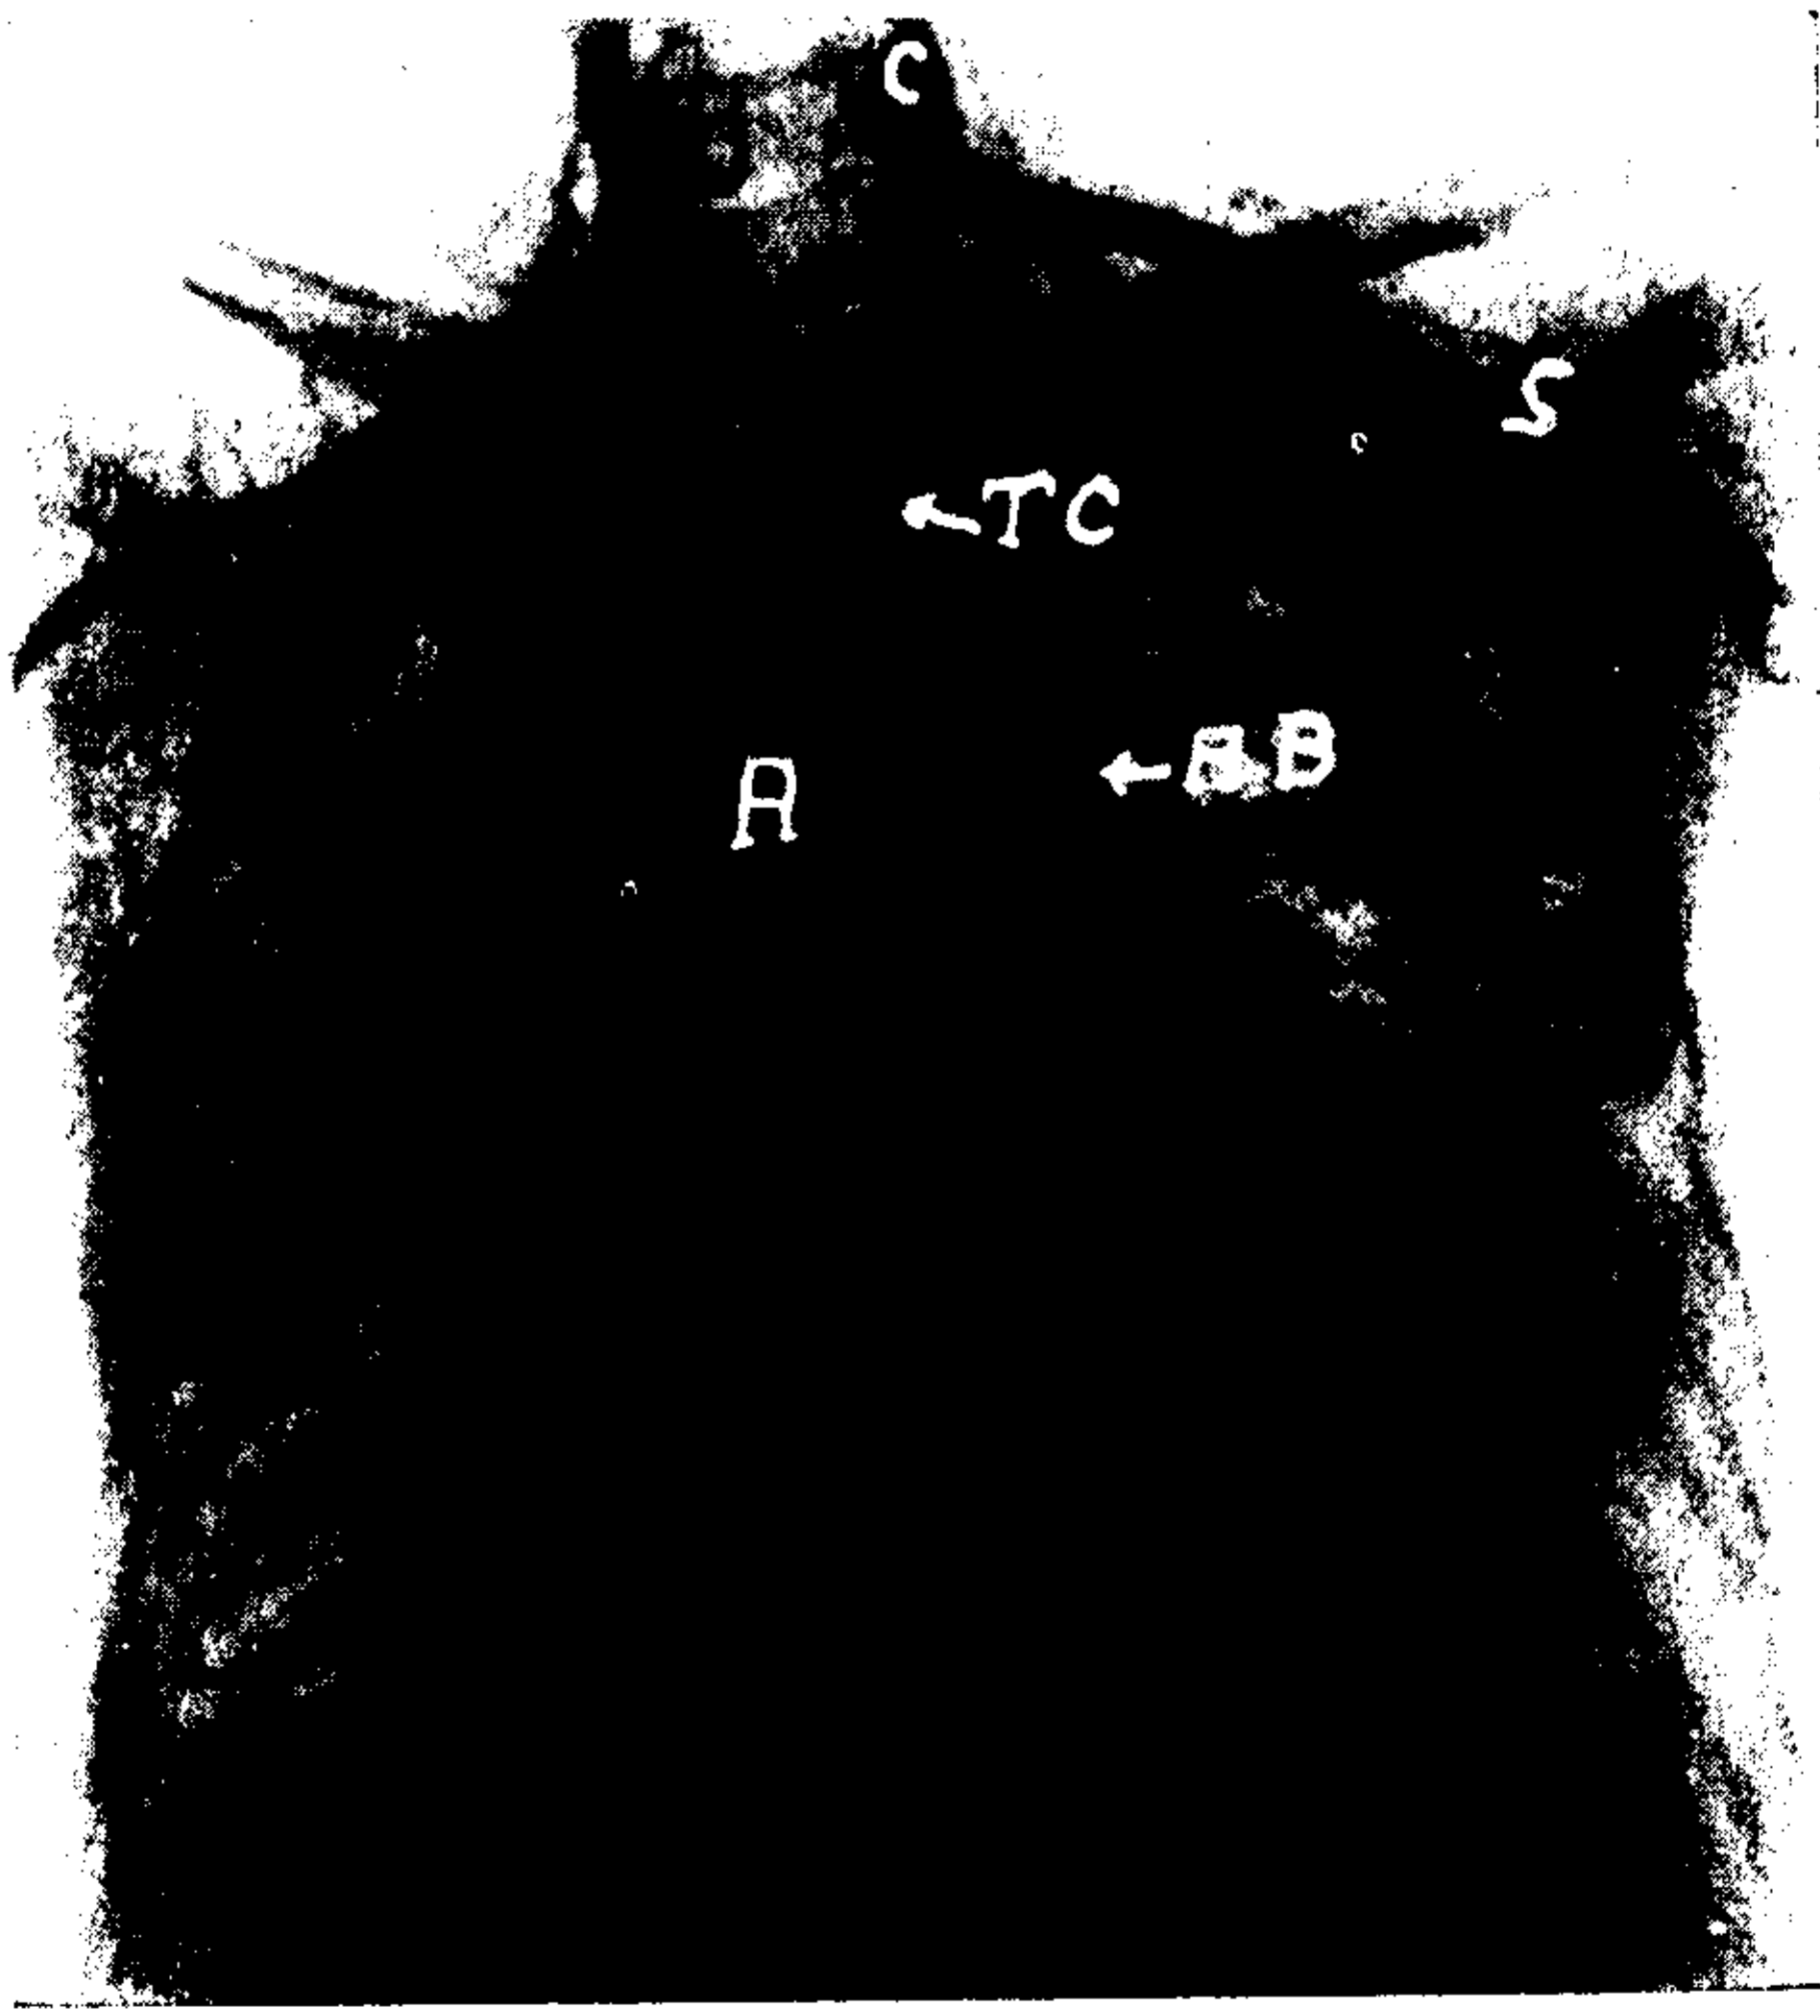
A: aorta a la derecha. TC: tronco común de donde nacen la carótida (C) y subclavia (S) izquierdas. AB: arteria brónquica.
